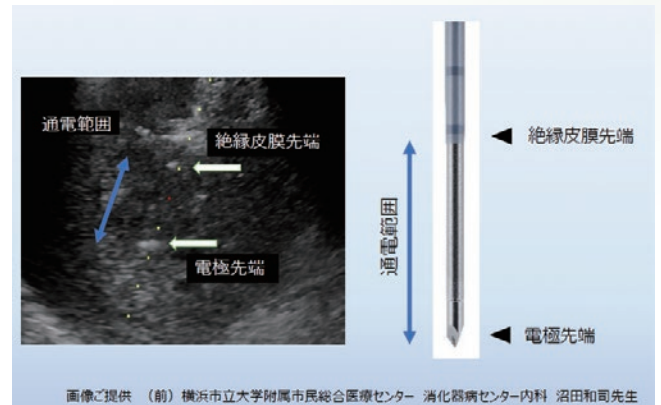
超音波画像における電極通電範囲の可視化(高木先生ご提供資料)
